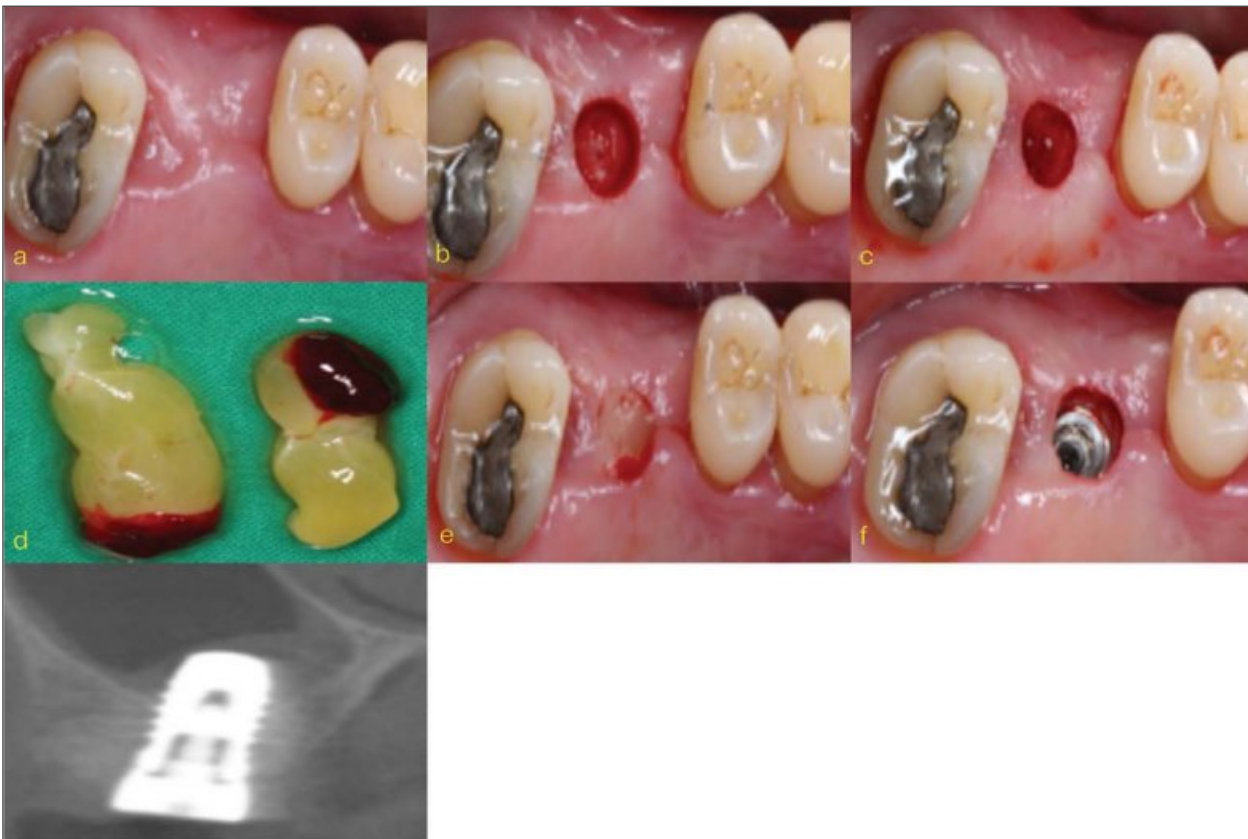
임플란트 식립 : a. 술전 모습 b. pouch를 적용한 치은. c. 임플란트 식립을 위한 drilling. d. PRF. e. PRF 적용. f. 임플란트 식립. g. 술후 CBCT
